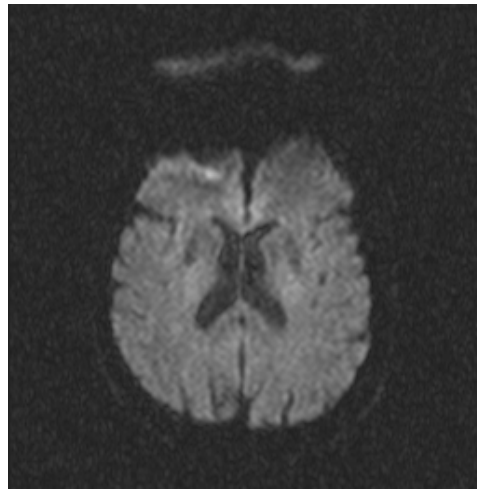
DWI des Patienten vor Stentimplantation
